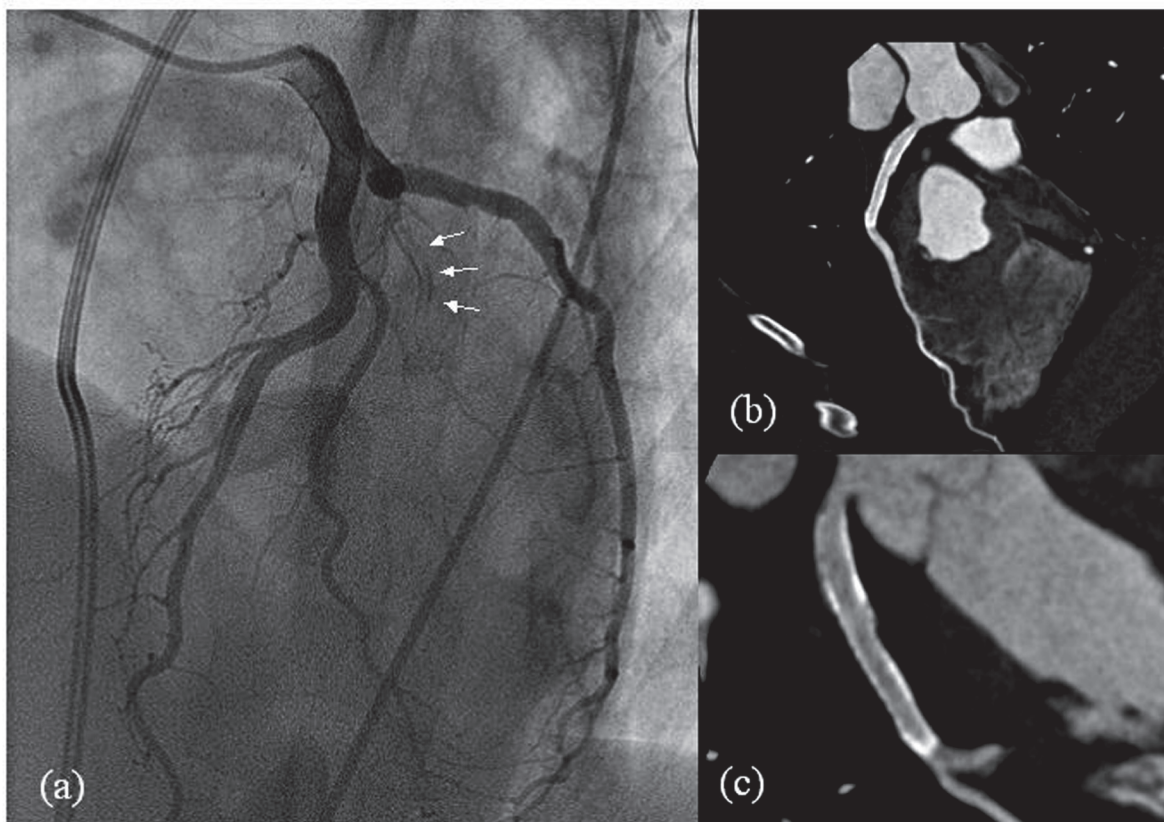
冠血行再建術後 CAG および CT 像。
